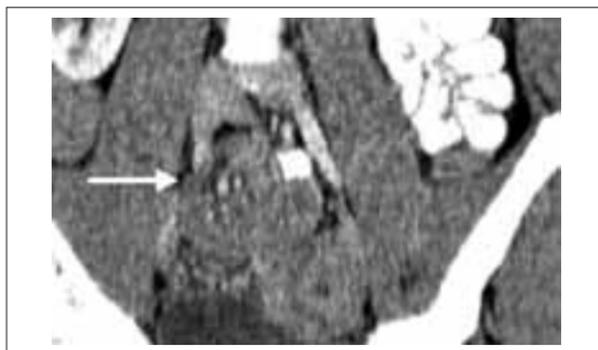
Компьютерная томограмма брюшной полости. В мезогастррии и гипогастррии справа структура, подозрительная на кишечный заворот с формированием внутренней грыжи (стрелка)
